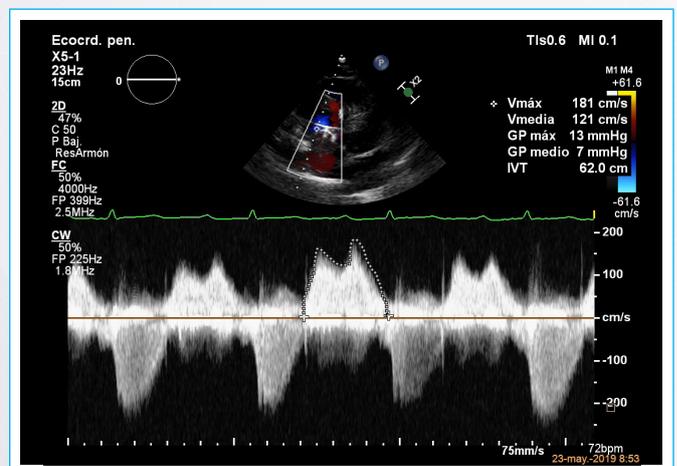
Doppler continuo trans-tricuspídeo obtenido en vista de 4 cámaras del ecocardiograma transtorácico (ETT), con gradiente medio de 7 mmHg e integral tiempo-velocidad de 62 cm.
